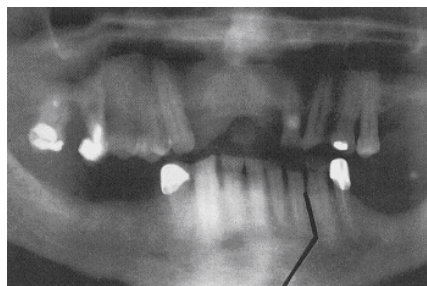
Radiografia mostrando o local da mandibulotomia paramediana.
